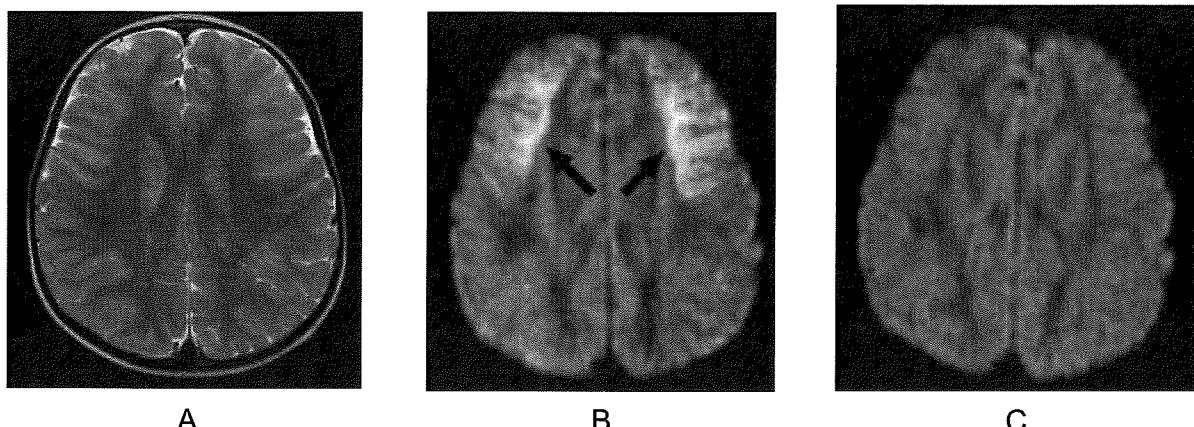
軽症 AESD、1歳男児、インフルエンザ脳症。1病日、2分の全身性強直間代けいれん。直後の意識は清明であり、単純型熱性けいれんと診断。5病日に眼球上転し呼びかけに反応しない数十秒の発作を認めた。5病日のT2強調画像(A)では異常は指摘し得ないが、拡散強調画像(B)にて前頭部に拡散能の低下(矢印)を認める。経時的MRI(C)にて病変は消失した。
